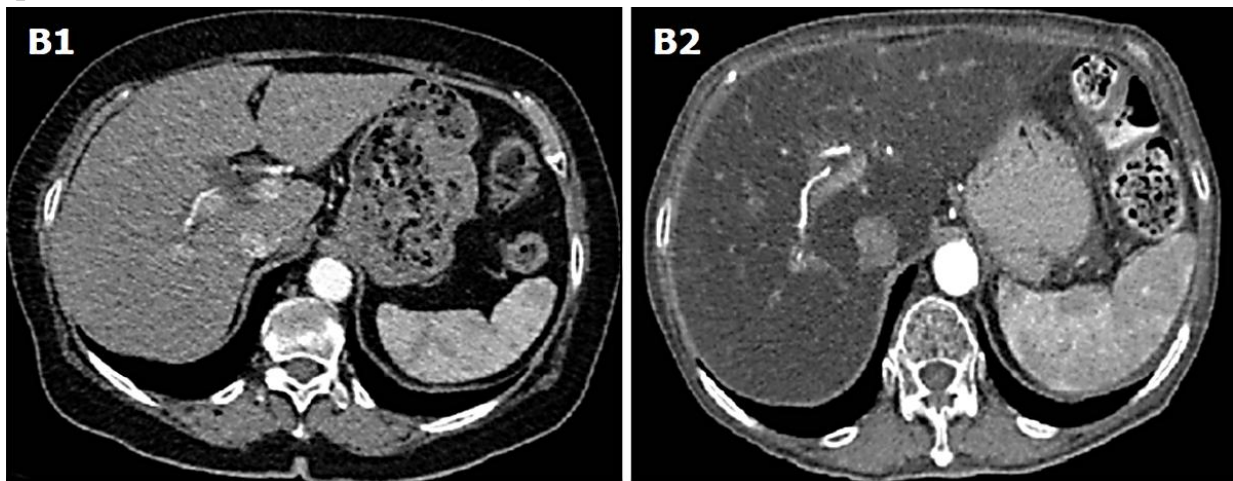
КТ печени пациента с НАЖБП. По сравнению с нормальной печенью (B1), у жирной печени появляется гиподензия по сравнению с селезенкой и печеночными венами (B2) при компьютерной томографии
